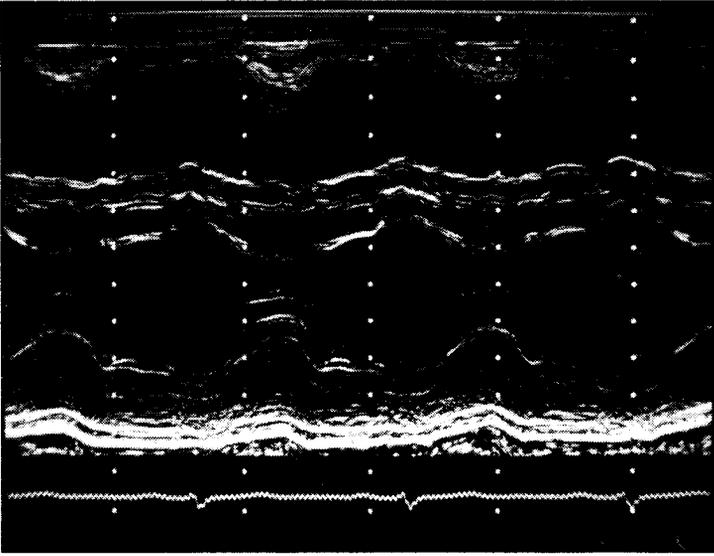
Lanciatore. Ecocardiogramma in M-mode delle cavità ventricolari. Le pareti del ventricolo sinistro sono nettamente più spesse e delimitano una cavità di dimensioni ridotte.
